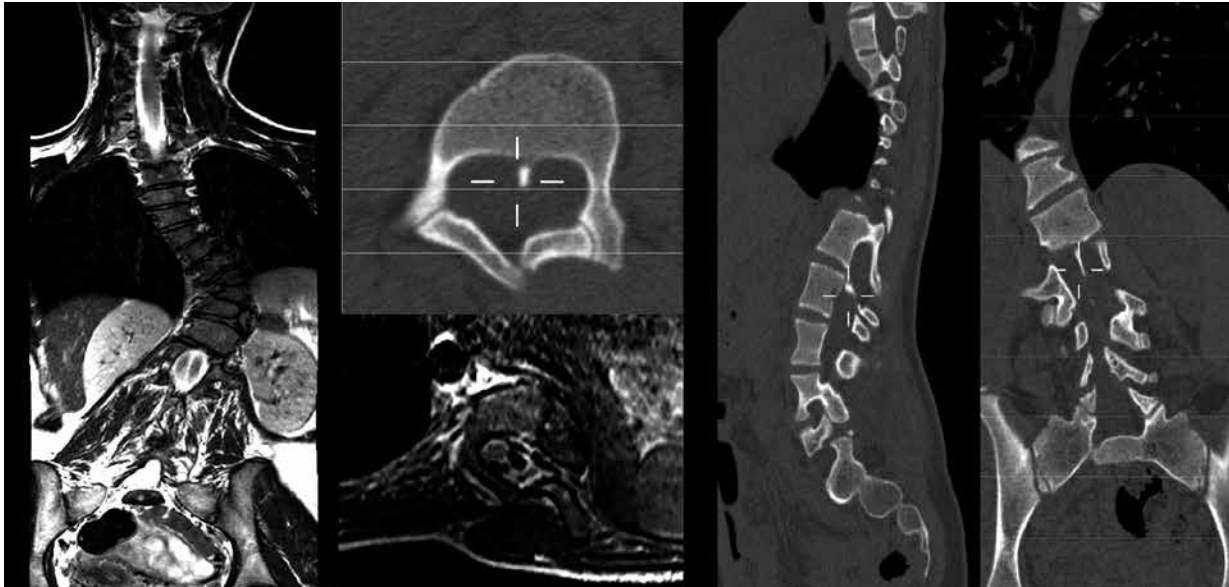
Resonancia magnética (izquierda) y tomografía computarizada (derecha) donde se evidencia escoliosis congénita y séptum intervertebral con dos hemimédulas.
